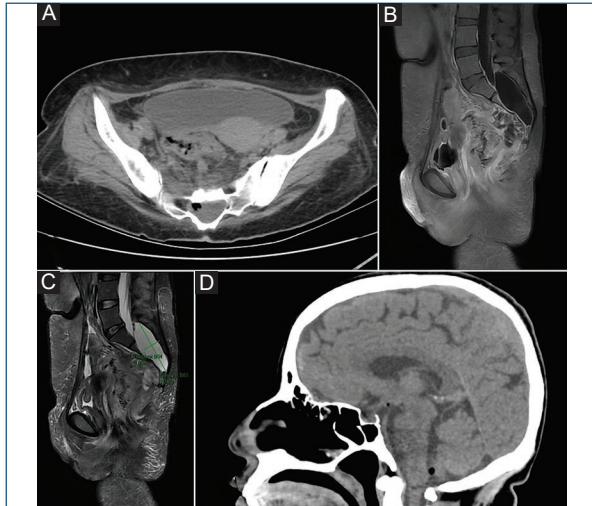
A) TC simple a nivel sacro con ruptura de la pared anterior y cuerpo de S5, colección heterogénea de 40 cc, con efecto expansivo sobre el canal medular, con presencia de burbujas aéreas. B) TC contrastada con colecciones, la cual realiza a medios de contraste en periferia. C) RM en STIR secuencia con colección de intracranial de características similares al LCR. D) Neumoencefalo a nivel de la fosa posterior y a nivel supratentorial.
